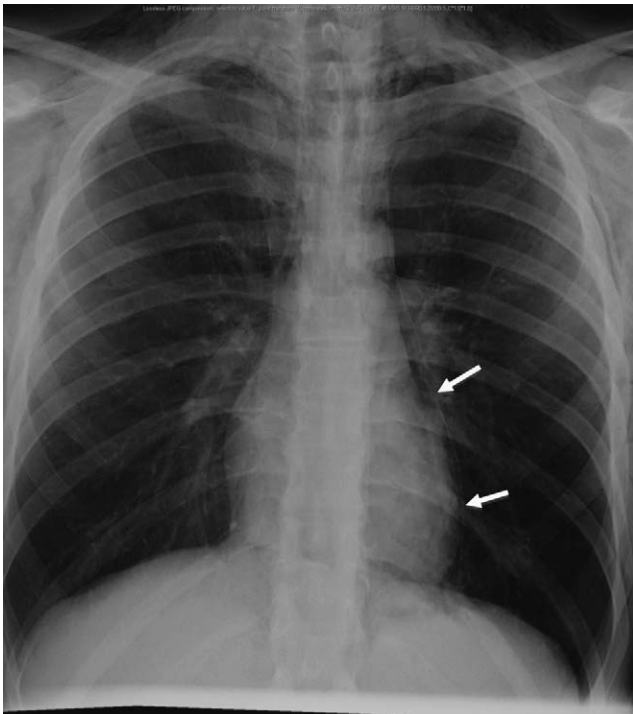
Radiographie thoracique de face : emphysème sous-cutané, liseré aérique le long du bord gauche du cœur évoquant un pneumomédiastin (flèches)
